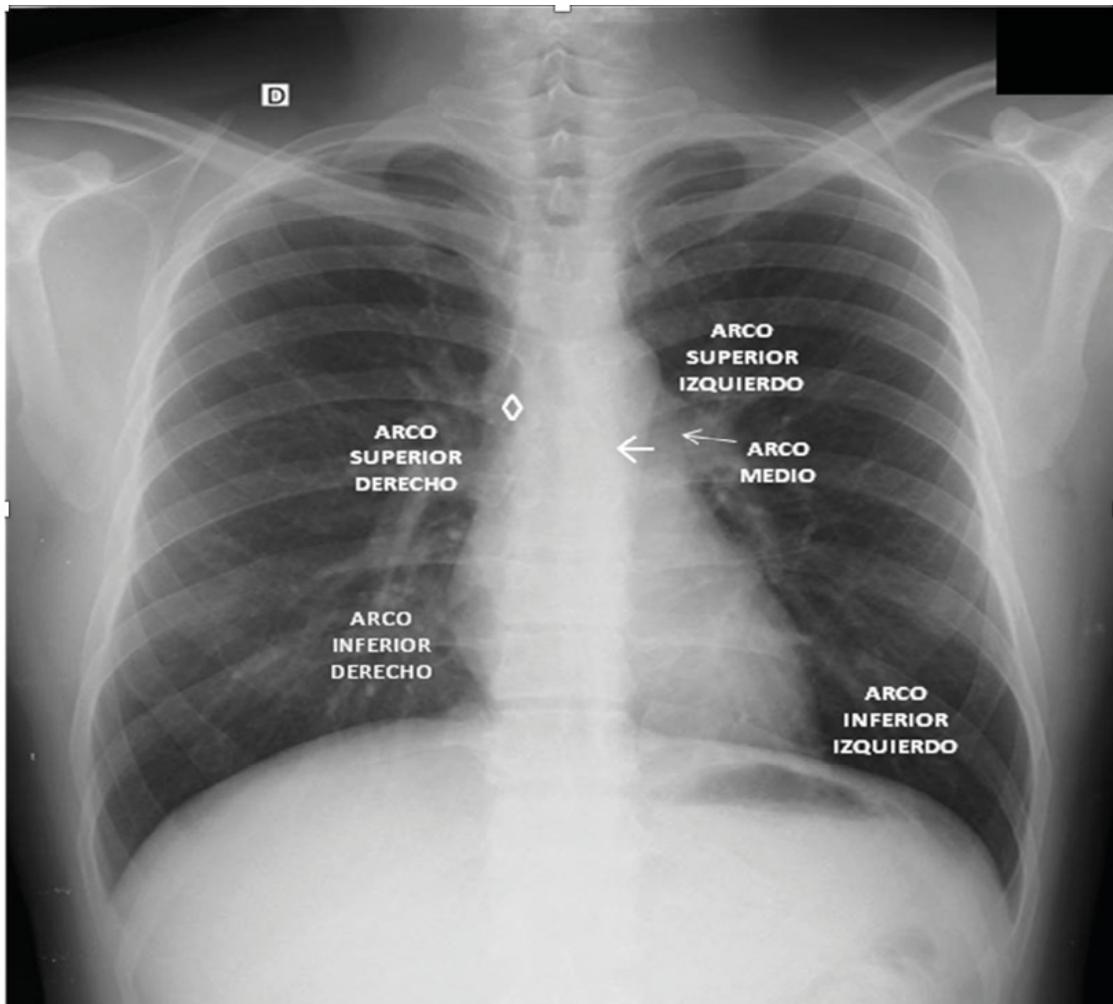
Radiografía de tórax normal. ◇ bronquiofuente derecho, ← bronquiofuente izquierdo.
